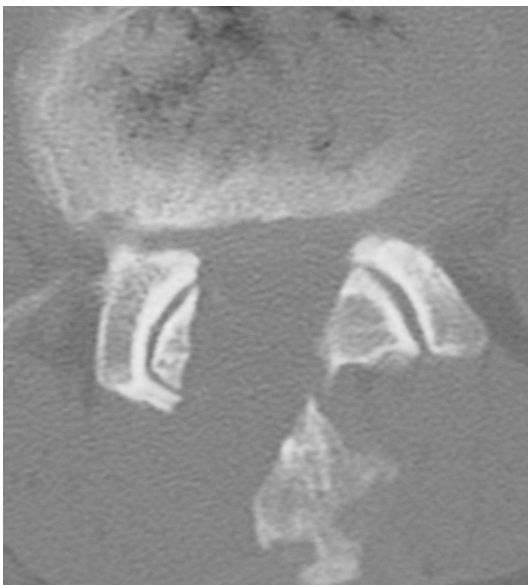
CT - axial postoperativ .
